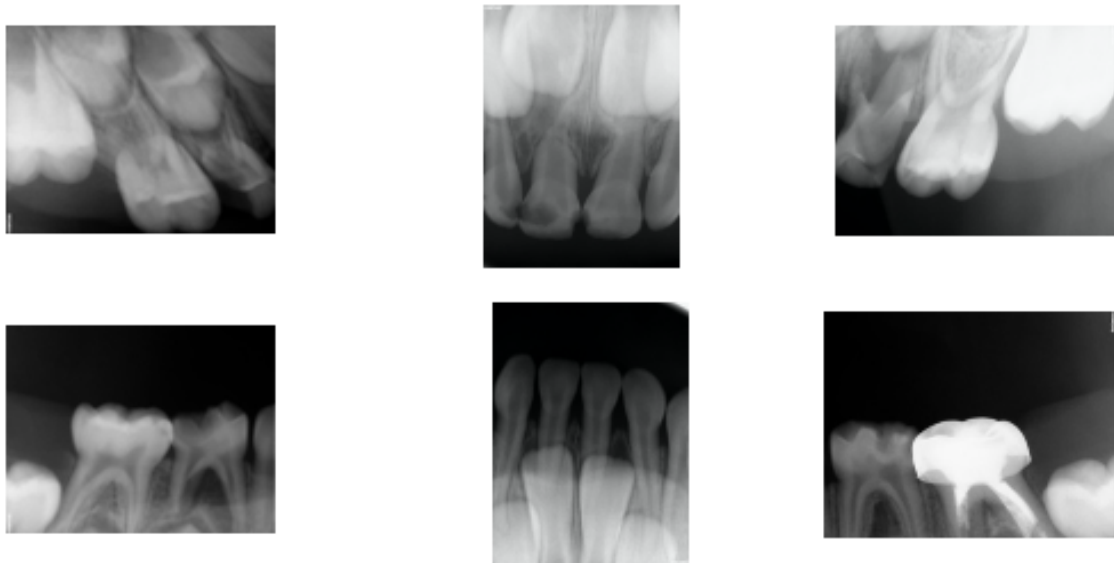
Radiografías iniciales.
